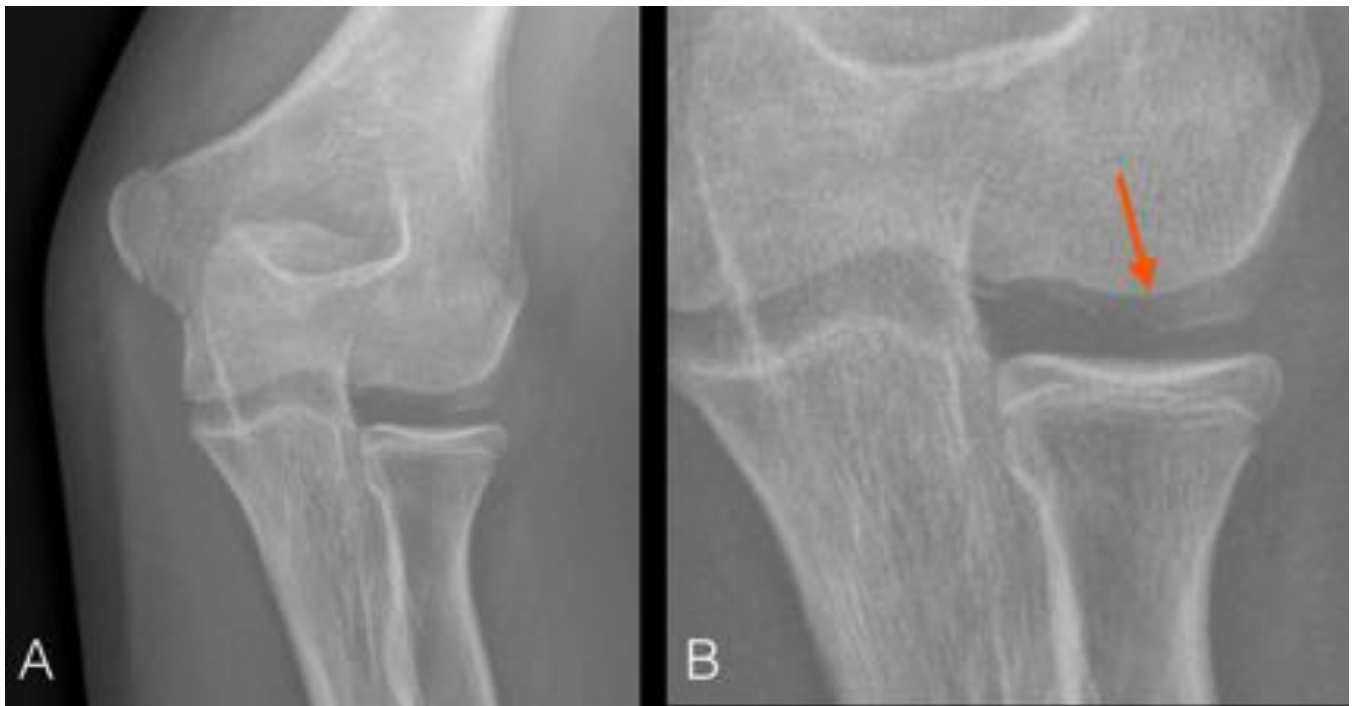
Radiografía de codo AP. Fractura del epicóndilo lateral con mínimo desplazamiento Milch tipo I, el codo es estable.
